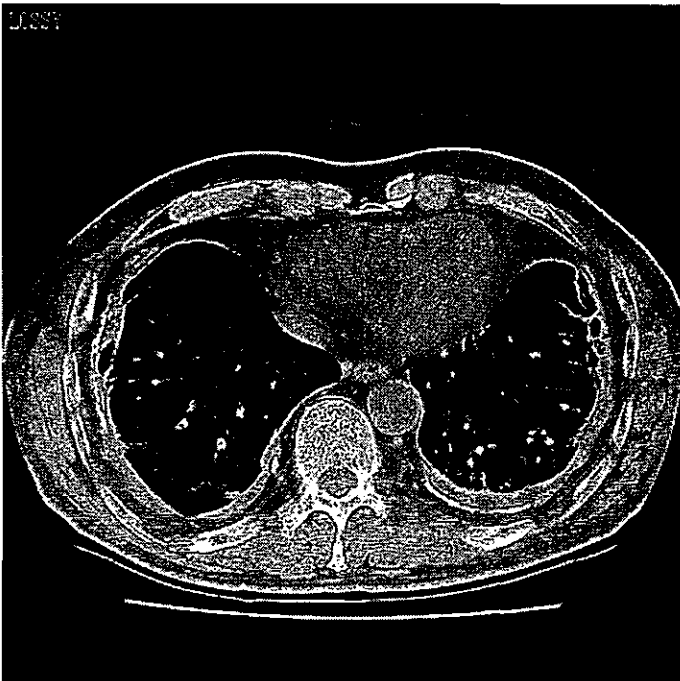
胸部 CT 肺野条件にて両側下部胸膜には
